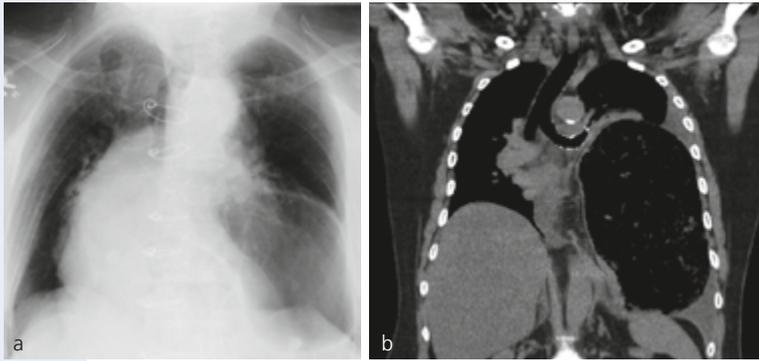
Inkarzerierter Thorax-Magen mit Mediastinalverlagerung nach rechts. a_Röntgenthorax, b_CT-Thorax
